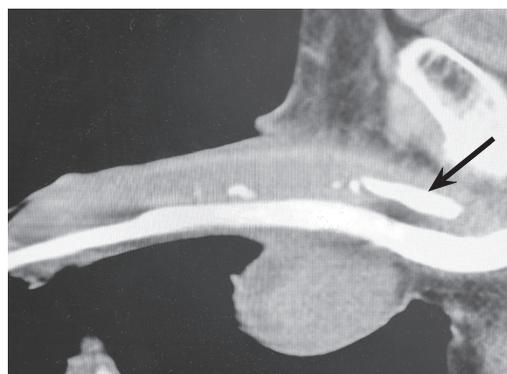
МСКТ пациента Ш. Крупный кальцинат в кавернозном теле над бульбозным отделом уретры и множество мелких кальцинов по ходу кавернозного тела
